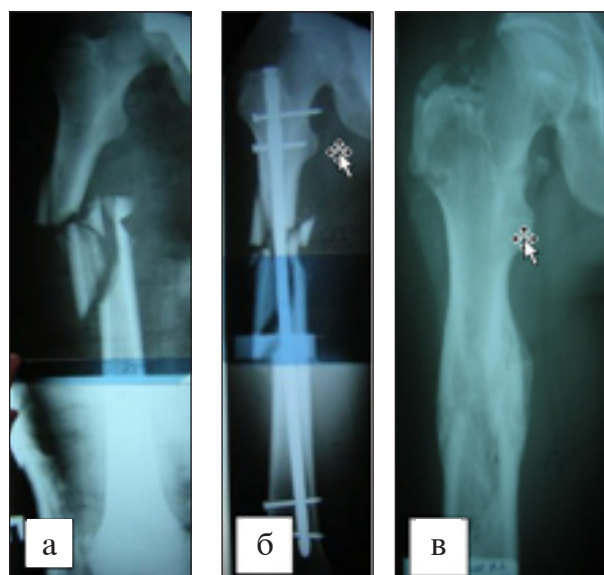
Рентгенограммы пациента С., 27 лет.
